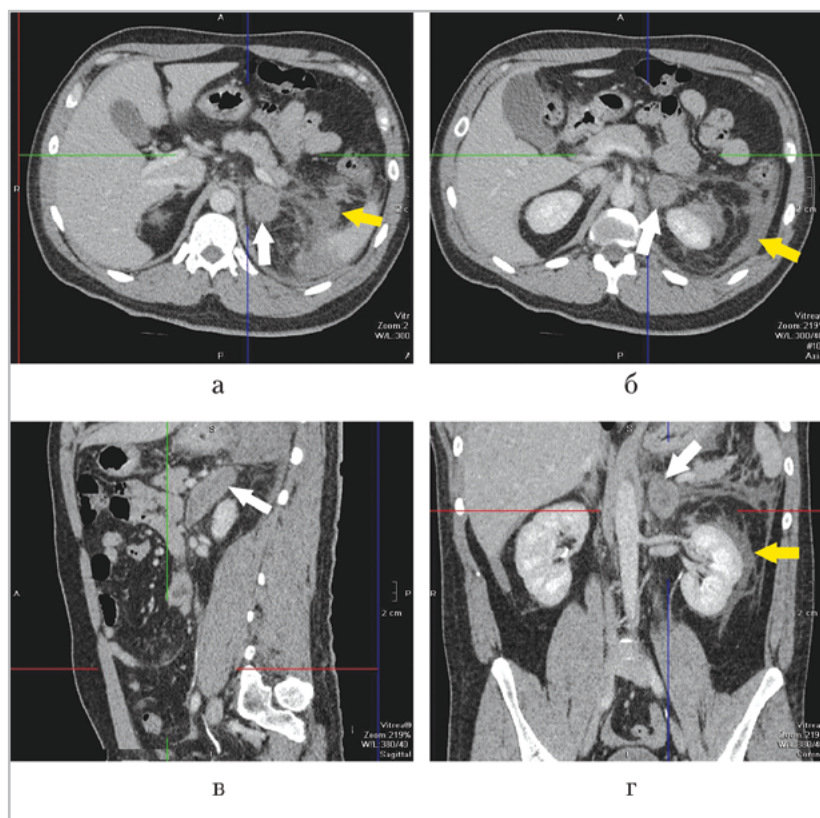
Компьютерные томограммы органов брюшной полости (аксиальные (а, б), сагиттальная (в), коронарная (z) проекции). Гематома левого надпочечника (белая стрелка), паранефральная гематома слева (желтая стрелка)
